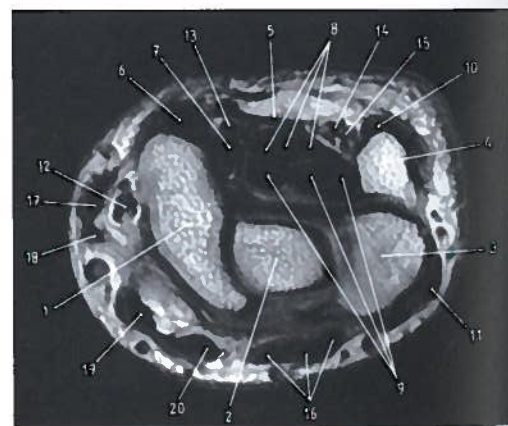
Corte axial em RM para avaliação do canal cárpico do punho direito
